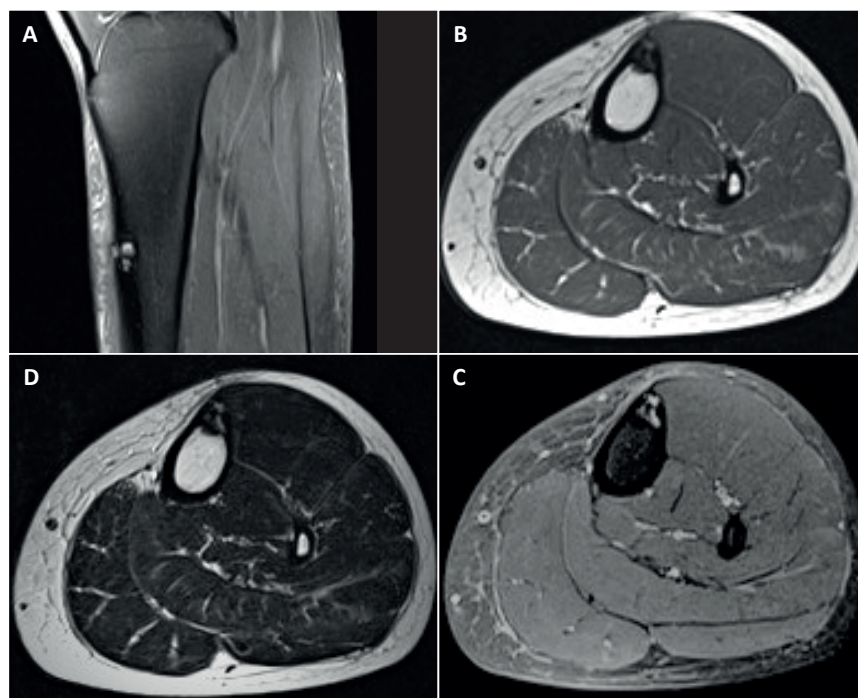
a) Imagen de resonancia magnética en corte sagital DP FS, (Densidad protónica Fat Sat), b) RMN T1 transversal, c) RMN T2 transversal y d) RMN DP FS transversal.
